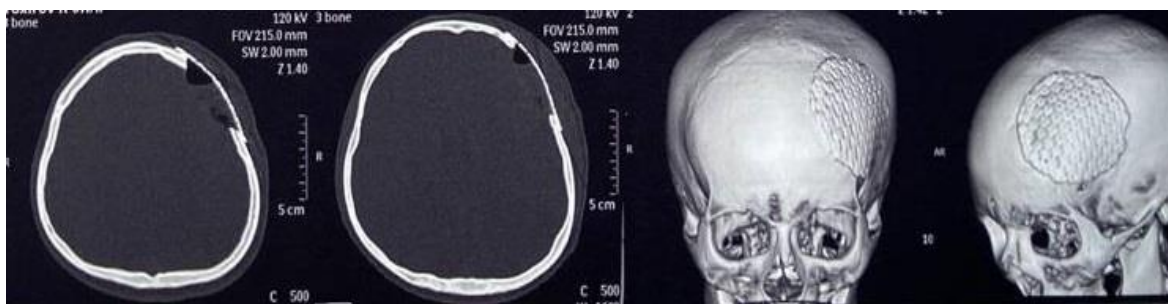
Послеоперационное МСКТ исследование головного мозга. Костное новообразование удалено totally и произведена краниопластика дефекта черепа с титановой пластиной.
